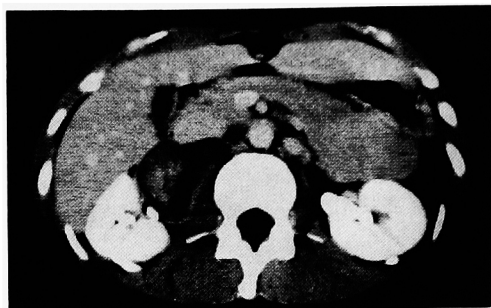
The enhanced CT shows the tumor existing between the right kidney and the vena cava.
